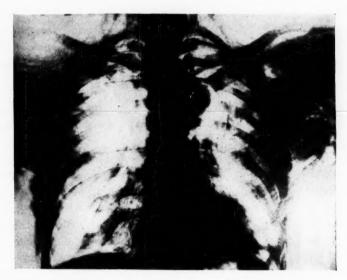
Radiographie du thorax illustrant l'hémo-pneumothorax et l'infiltration d'air dans les différents plans sous-cutanés.
